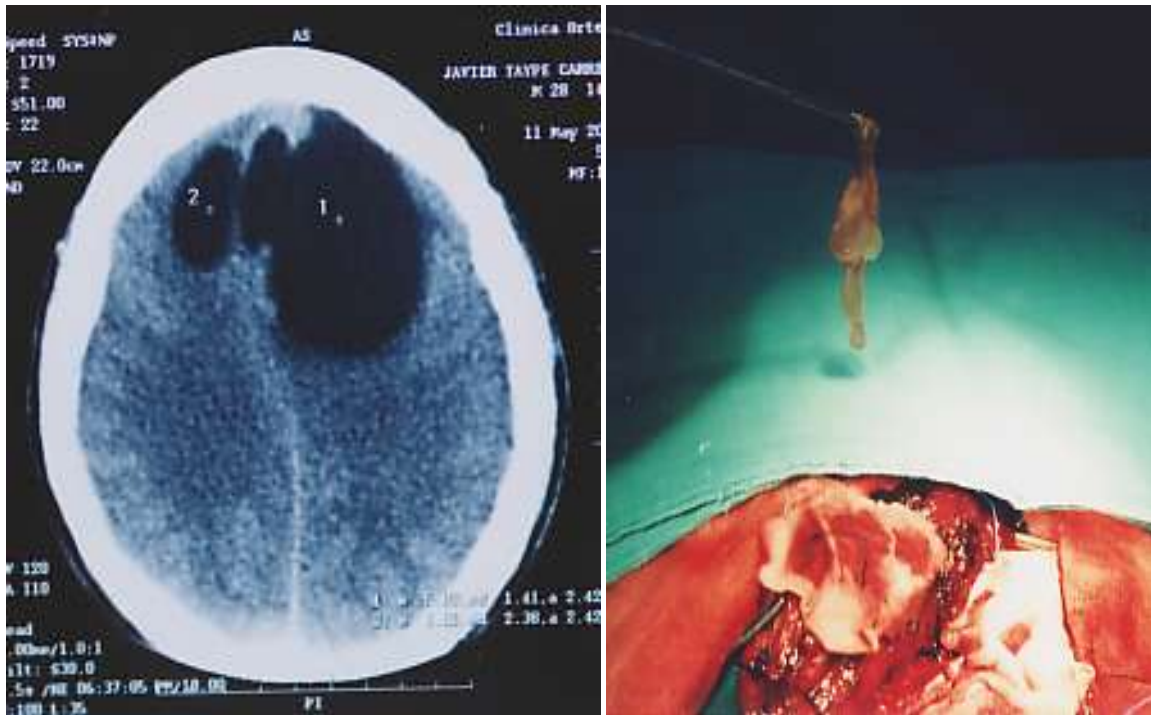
TC-Cráneo: Imagen hipodensa bifrontal mayor izquierda que derecha correspondiente a un quiste cisticercoso. Fig. 26. Quiste en plena exéresis. Archivo personal.
